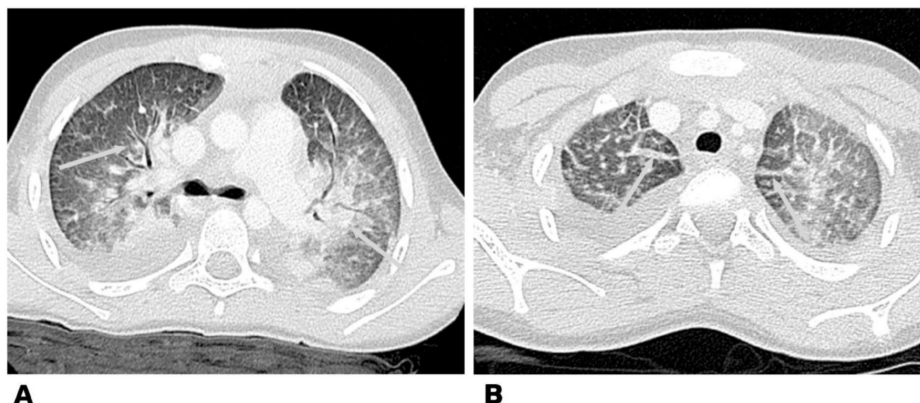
КТ-ангиография сердца, аксиальная плоскость, легочный режим у ребенка 7 лет: А — снижение пневматизации легких за счет обширных сливающихся зон по типу «матового стекла»; В — в плевральных полостях с обеих сторон определялась свободная жидкость
